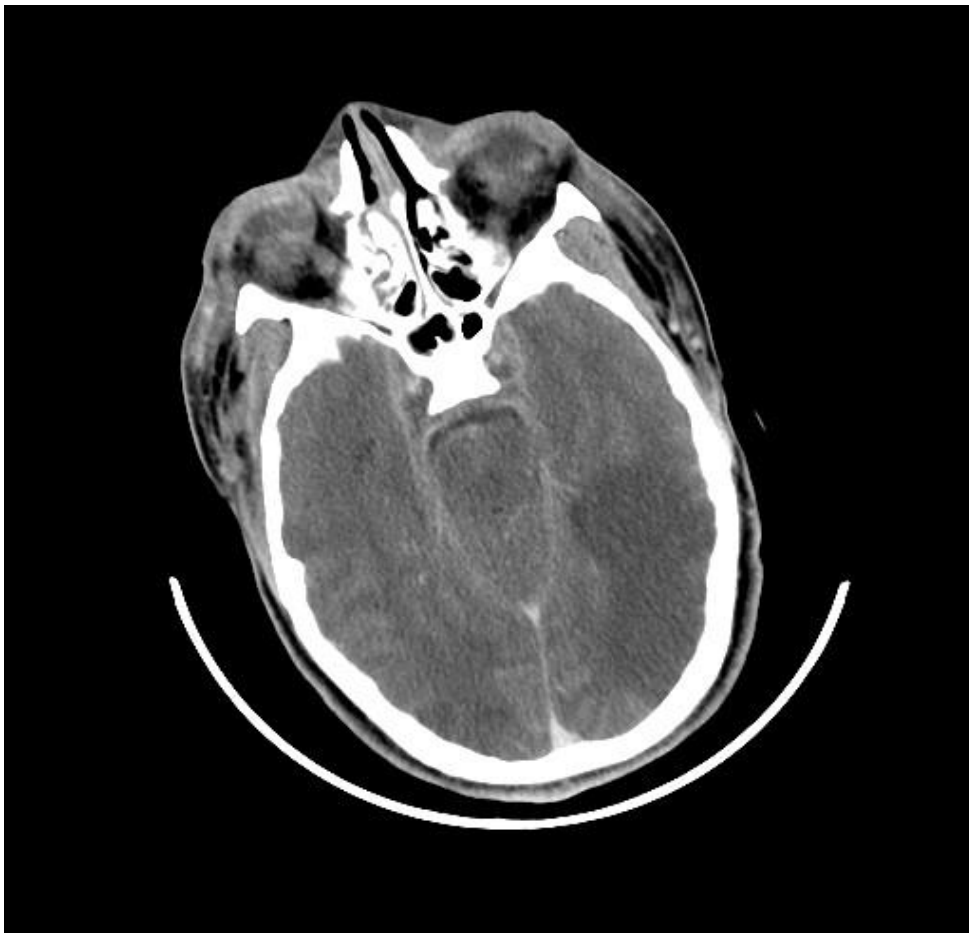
TDM cérébrale C+, montrant un aspect bombé et hétérogène du sinus caverneux gauche.
